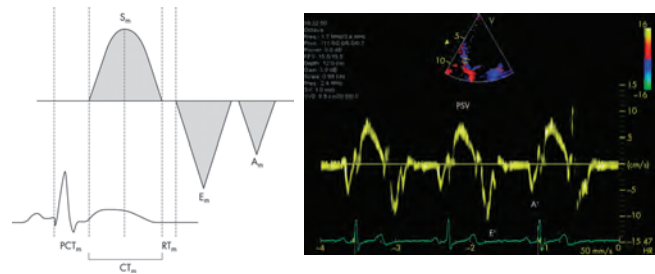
Ondas de velocidad obtenidas por Doppler Tisular a partir del anillo mitral.
